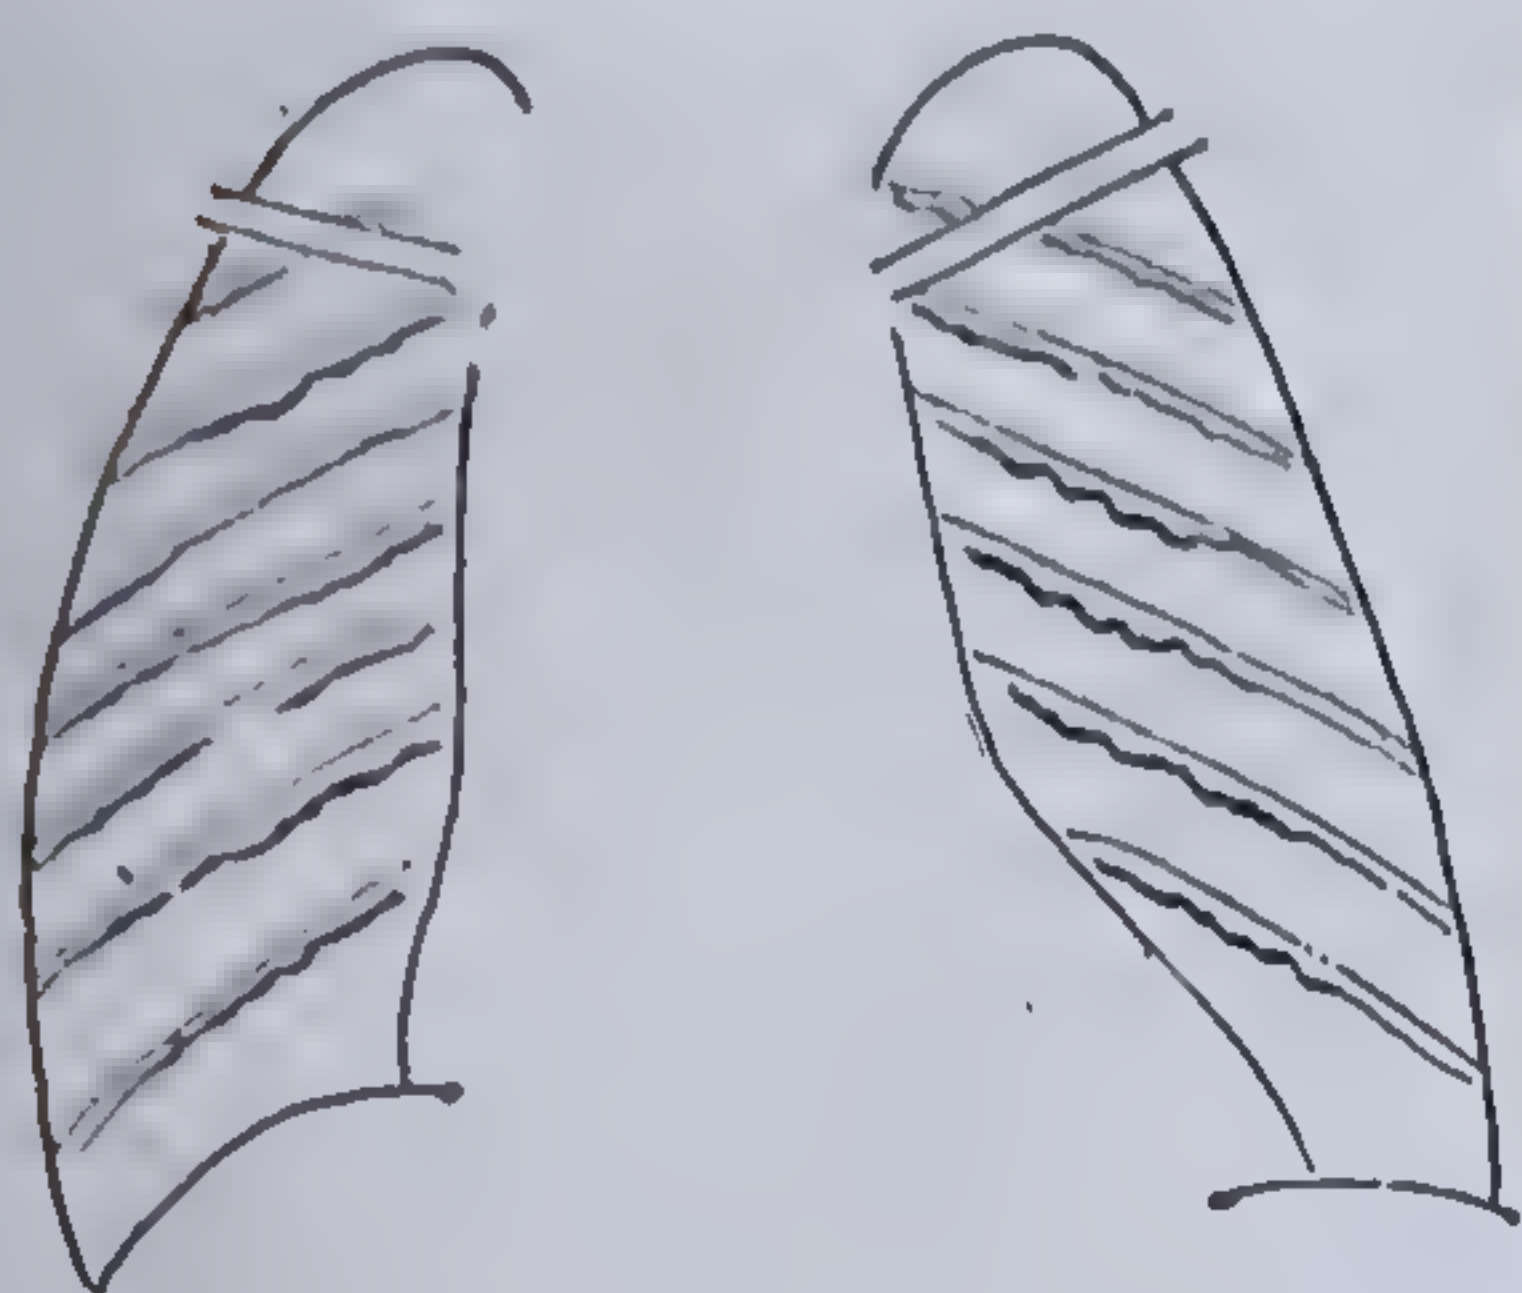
Coarctarea aortei. Radiografia toracelui prezintă într-un caz de stenoză a istmului aortic uzuri pe marginea inferioară a coastelor, datorită pulsațiilor și tensiunii ridicate în arterele ce iau naștere înaintea stenozei aortei.
